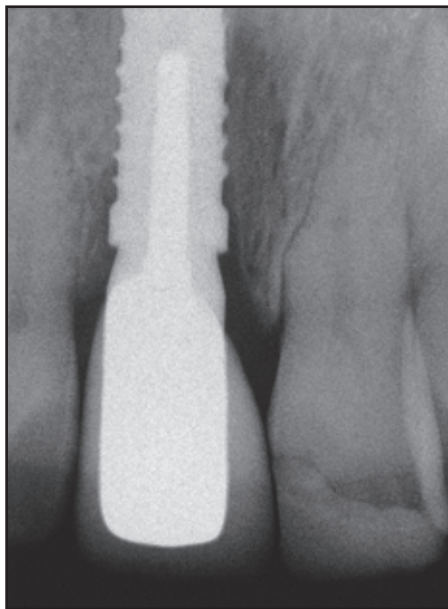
(links) Röntgenaufnahme der definitiven Versorgung.
